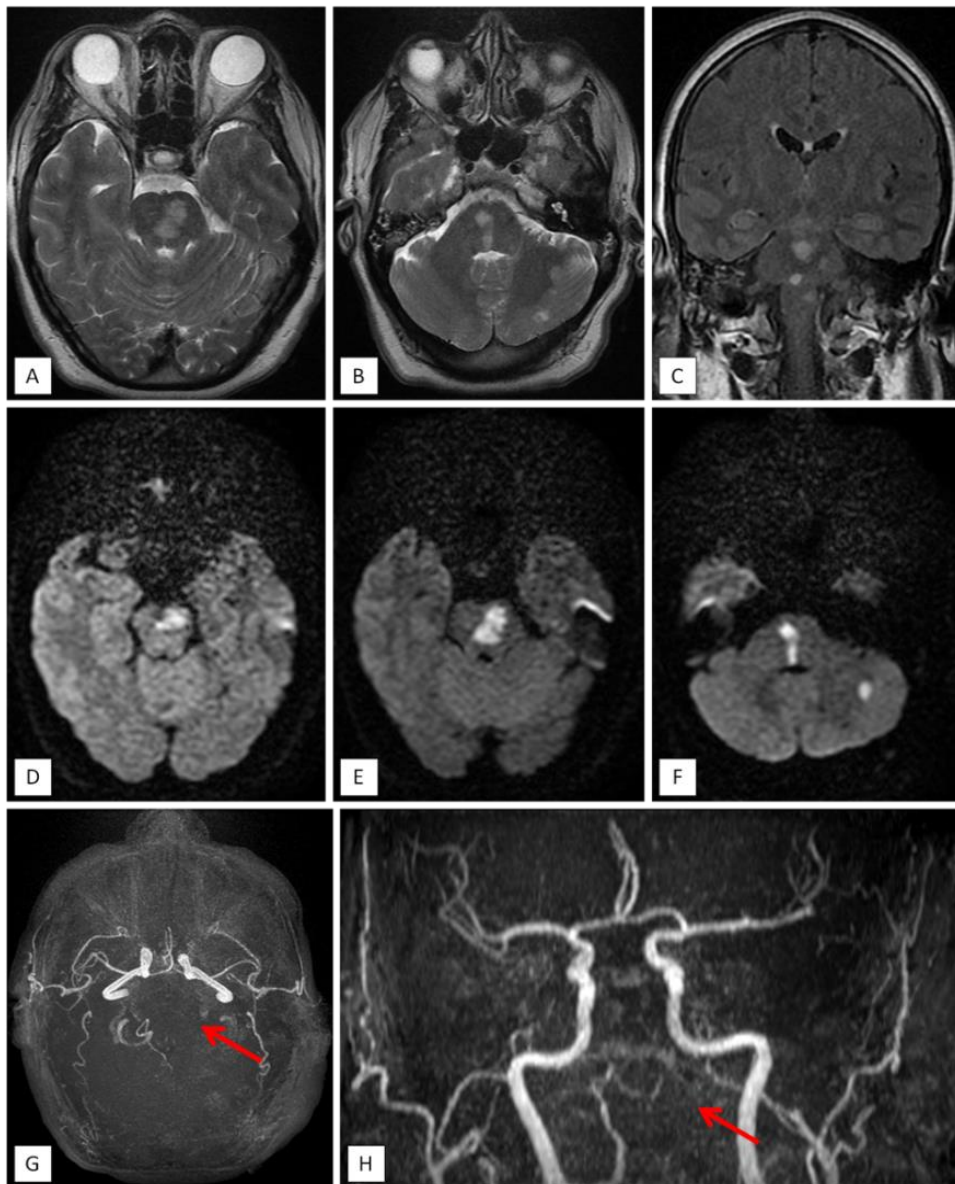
L'IRM cérébrale montre des lésions du mésencéphale, pontique latéralisé à gauche et hémicérébelleuse gauche en hypersignal T2 (coupes axiales : A, B) et FLAIR (coupe coronale : C), restrictives en diffusion (coupes axiales : D, E, F), avec absence de visualisation de l'artère vertébrale gauche et du tronc basilaire en 3D TOF (flèches rouges : G, H) en rapport avec une dissection.
